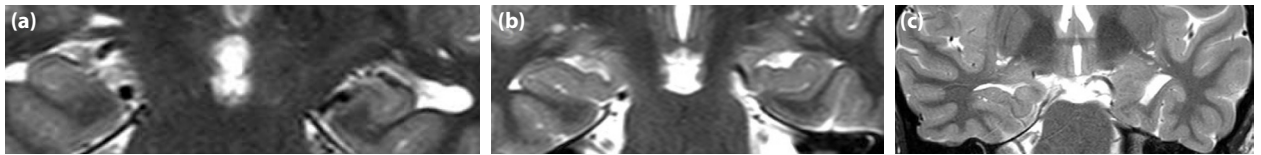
Limbik sistemi oluşturan anatomik yapıların, hippocampüsün ve komşuluğundaki yapıların sagittal (a, b, d) ve koronal (c) T2-ağırlıklı beyin manyetik rezonans görüntüleme üzerindeki iz düşümleri görülüyor.
